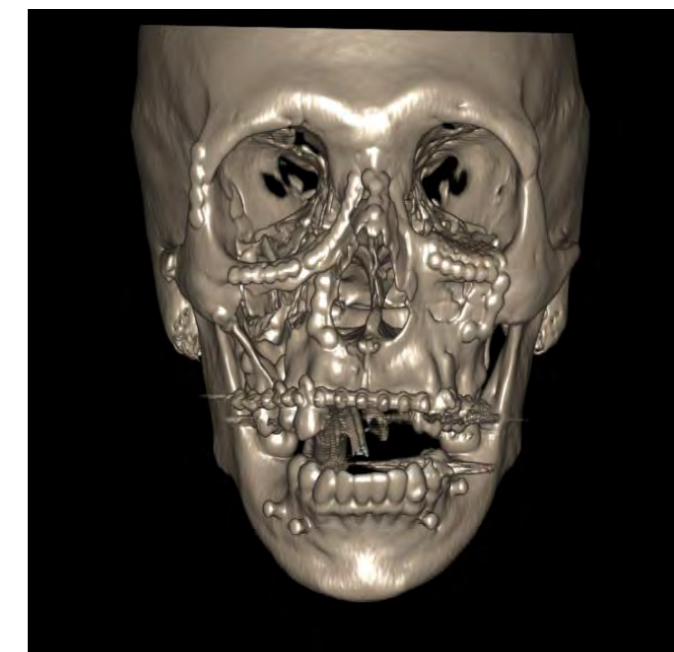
reconstrução 3D de tomografia computadorizada pós-operatório imediato
